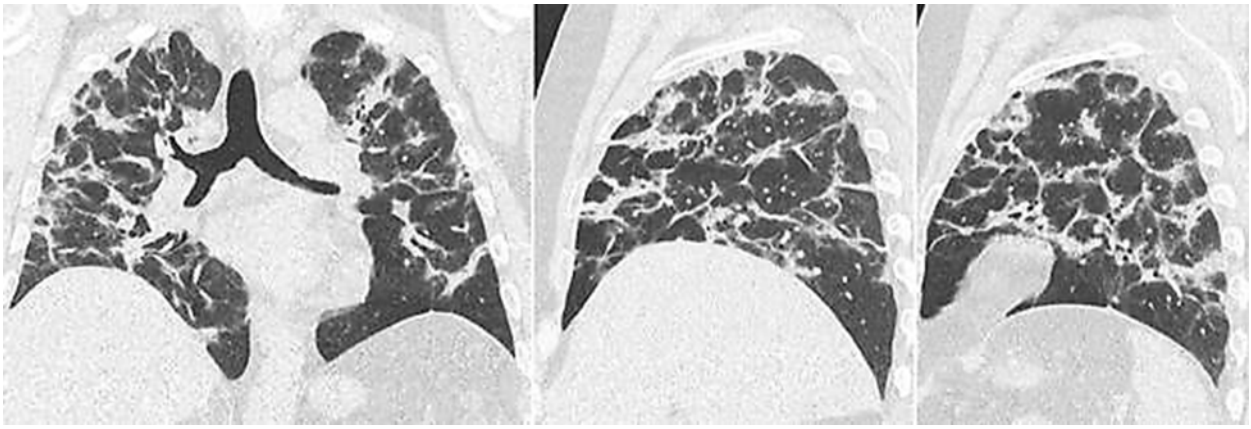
КТ ОГК. Тот же больной, что и на рис. 8, от 21 апреля 2020 г. На корональном и сагиттальных изображениях лучше видно, что данные консолидации преимущественно представлены участками дисковидных ателектазов, часть из которых проходит по границам вторичных легочных долек
